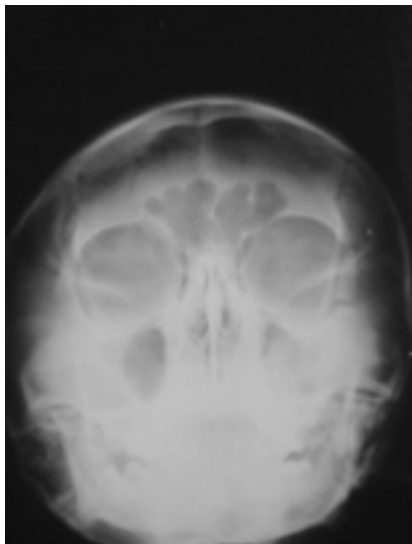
Radiografia de Water.
